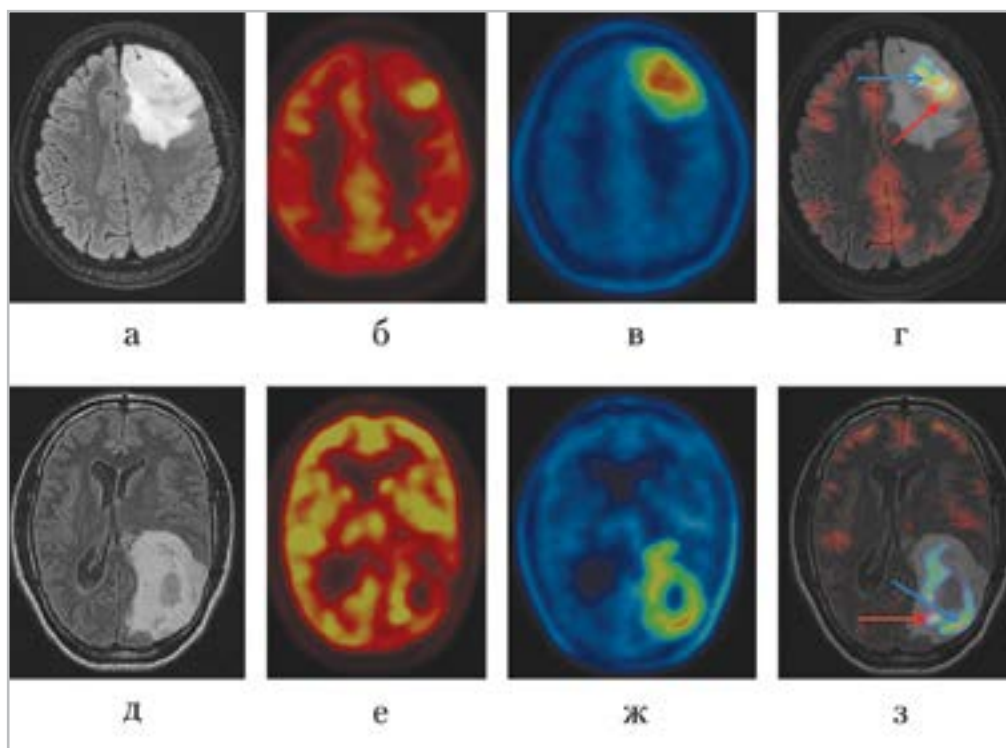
МРТ в режиме T2-FLAIR, ПЭТ-томограммы с ^{11}C -метионином и ^{18}F -ФДГ у разных пациентов: верхний ряд (а – г) – глиобластома в левой лобной доле, нижний ряд (д – з) – анапластическая астроцитома левой теменной доли. МРТ в режиме T2-FLAIR (а, д); ПЭТ с ^{11}C -метионином (б, е) и ^{18}F -ФДГ (в, ж); совмещенные ПЭТ- и МРТ-изображения (красной стрелкой указаны области максимального накопления ^{18}F -ФДГ, синей стрелкой указаны области максимального накопления ^{11}C -метионина)
